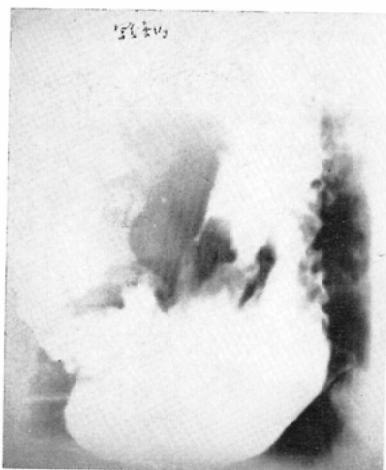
Case 2. the case. cancer (routine X-ray examination)
